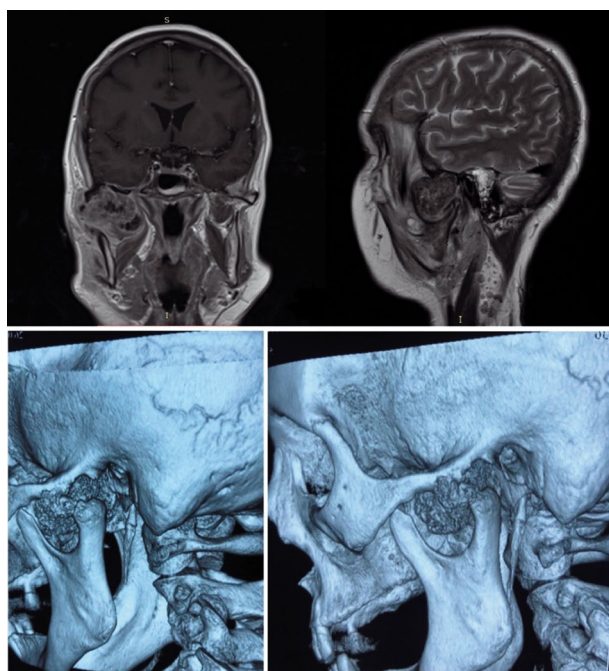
На МРТ и 3D реконструкции КТ выявляется патологическое образование латерального отдела черепа справа с поражением правого височно-нижнечелюстного сустава, распространением в правую подвисочную ямку и околоушно-жевательную область.
